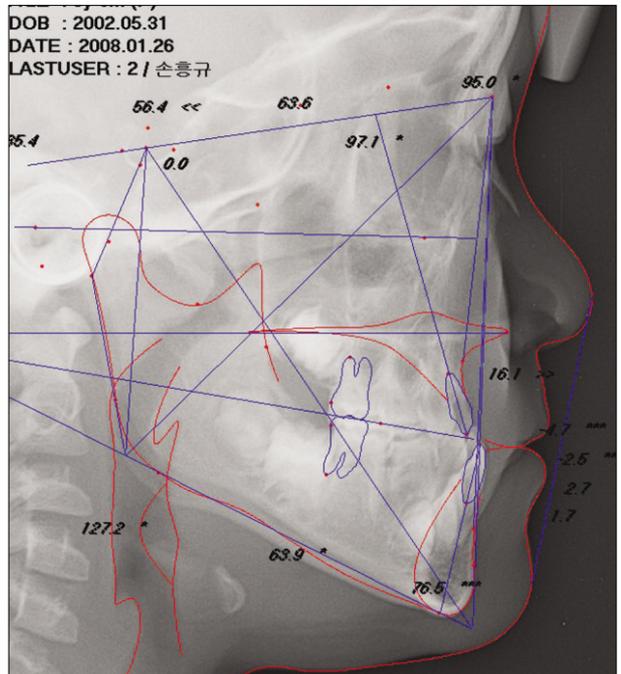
Cephalometric radiograph.
